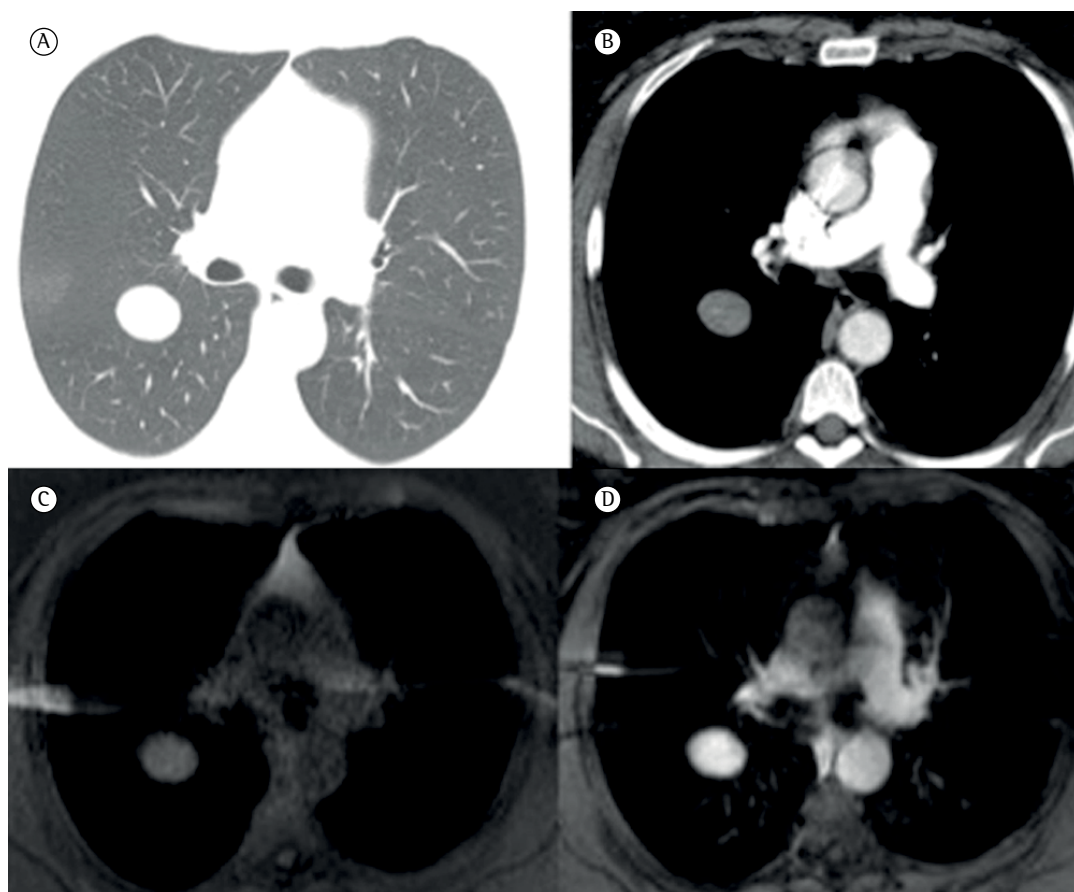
TC e ressonância magnética de tórax. Em A e B, TC de tórax (em A, janela para o pulmão; em B, janela para o mediastino) mostrando um nódulo oval com densidade homogênea, margens bem definidas e realce após a administração de contraste. Em C e D, imagens ponderadas em T1 com supressão de gordura (em C, antes da injeção de contraste paramagnético; em D, após a injeção de contraste paramagnético), nas quais o nódulo está ligeiramente hiperintenso e homogeneamente realçado.
